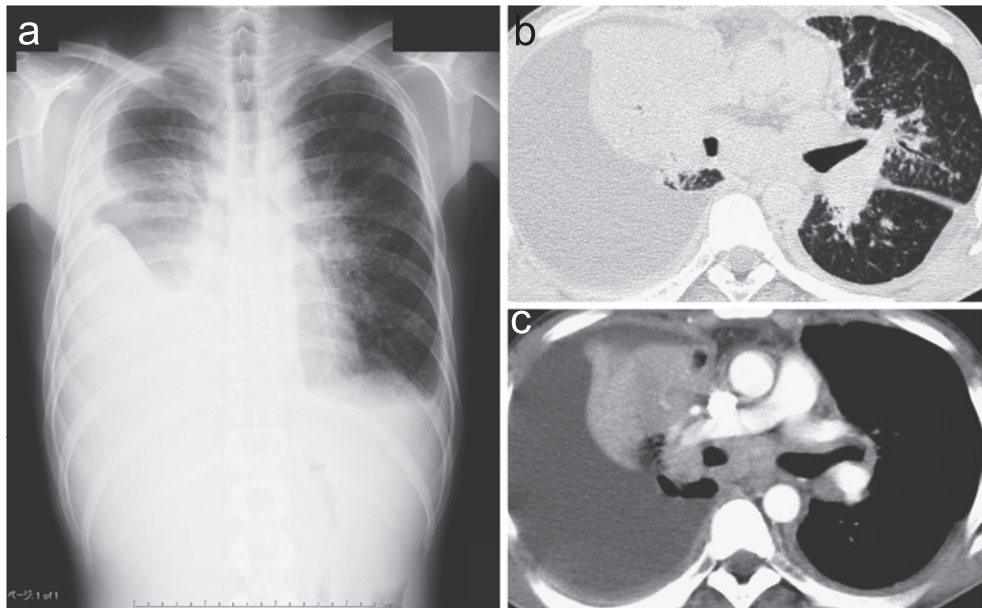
Chest X-ray film and CT on admission show bilateral pleural effusion, pleural thickening, mediastinal and hilar lymphadenopathy, and multiple small nodules in the lung fields.
